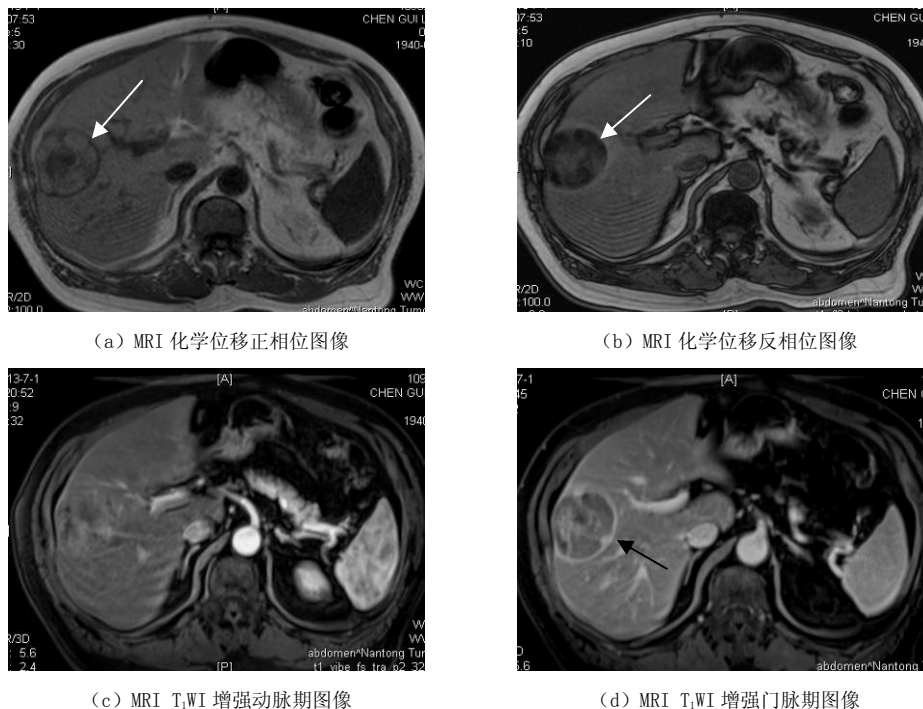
肝右叶 HCC, 肿块内脂肪成分 MRI 化学位移梯度回波序列正相位呈高信号(白箭), 反相位呈低信号(白箭)。增强对比剂呈快进快出表现, 假包膜延迟强化、增厚(黑箭)
